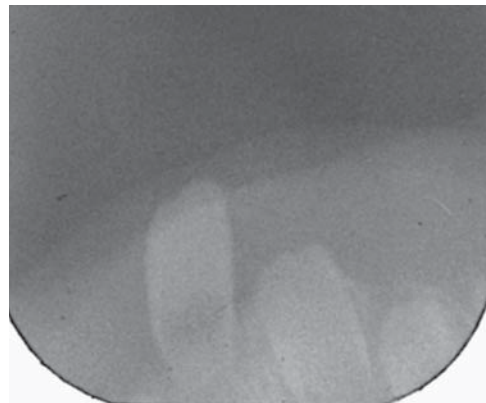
Radiografía de diente neonatal.
